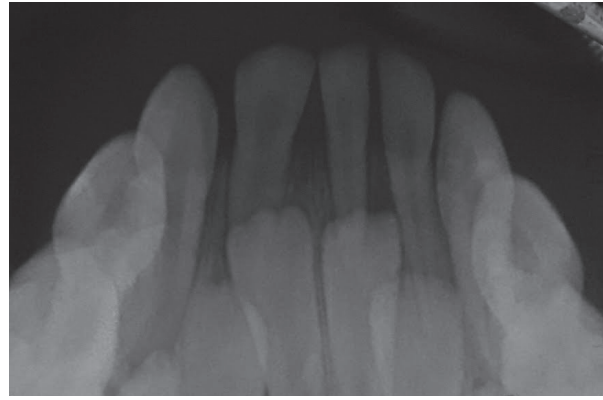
Periapical radiograph of 81-82.
